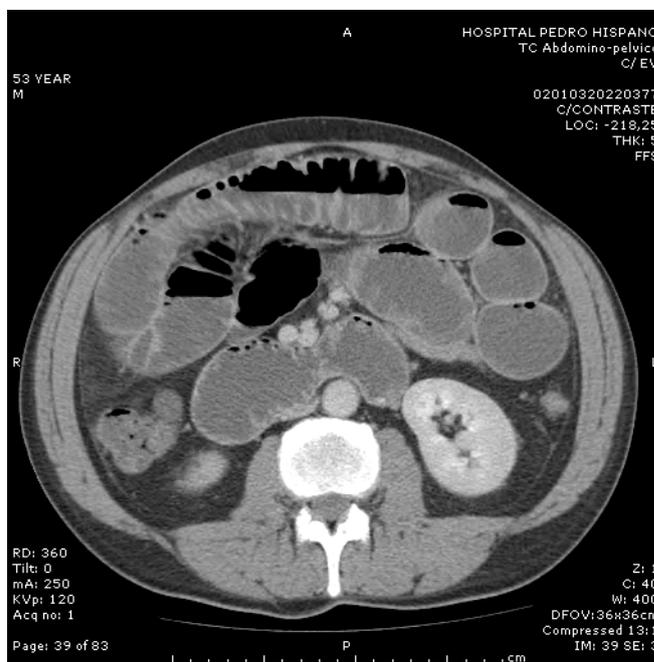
TAC abdomino-pélvica demonstrando distensão de ansas de delgado, excepto a nível pélvico; parece haver um repuxamento na região inguinal direita
